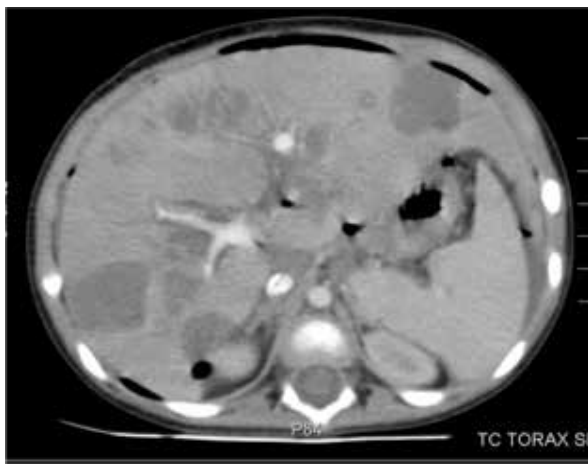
TAC abdominal de la paciente en la que se evidencia lesiones infiltrativas en hígado
